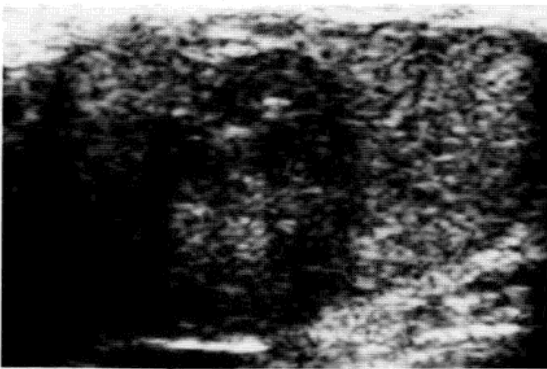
双侧睾丸表皮样囊肿。(a)超声，横断位显示睾丸内一低回声病变(箭头)，边界清楚锐利，病变内部“洋葱圈”征象提示表皮样囊肿。(b)彩色多普勒，右侧睾丸内无血流信号显示。(c)和(d)MRI，T₂WI 脂肪抑制序列轴位像显示右侧睾丸(c)和左侧睾丸(d)结节边缘呈低信号，中心呈高低相间信号(箭头)。
